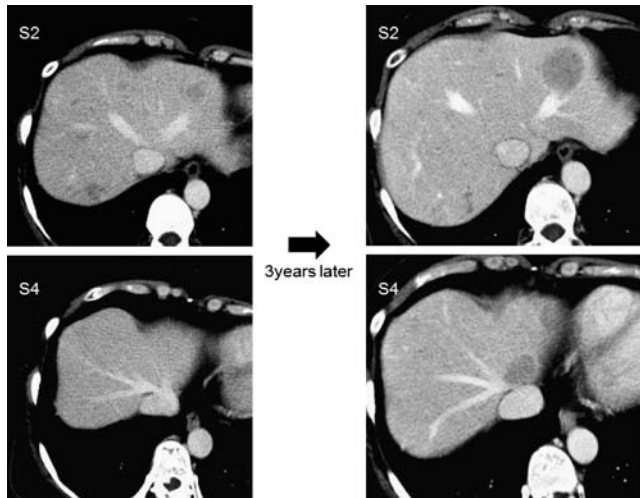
Abdominal CT scan showed that the tumors grew for three years.
